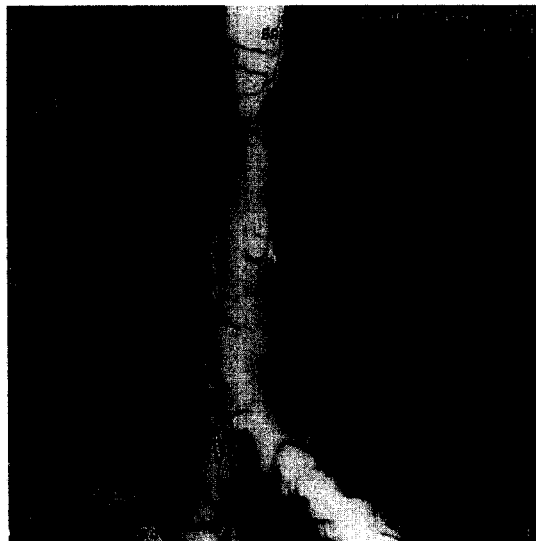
3-D CT shows smooth luminal narrowing of about 3cm in length and the most narrowed segment of about 1cm in length.
